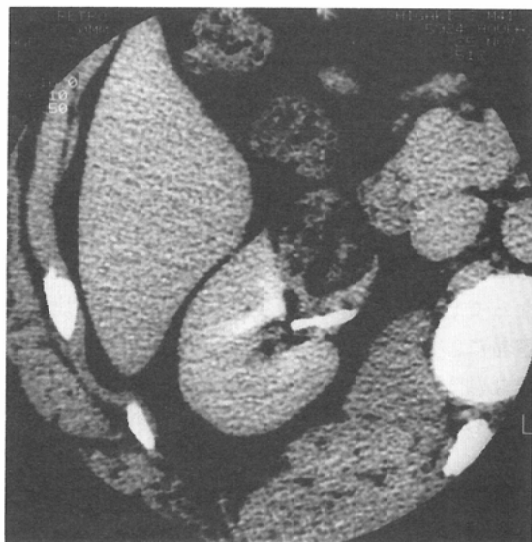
Case 2, A 41-year-old man. (Type II). Contrast-enhanced CT scan shows a well-margined fatty mass intermixed with areas of tissue density and extended beyond the renal contour.
